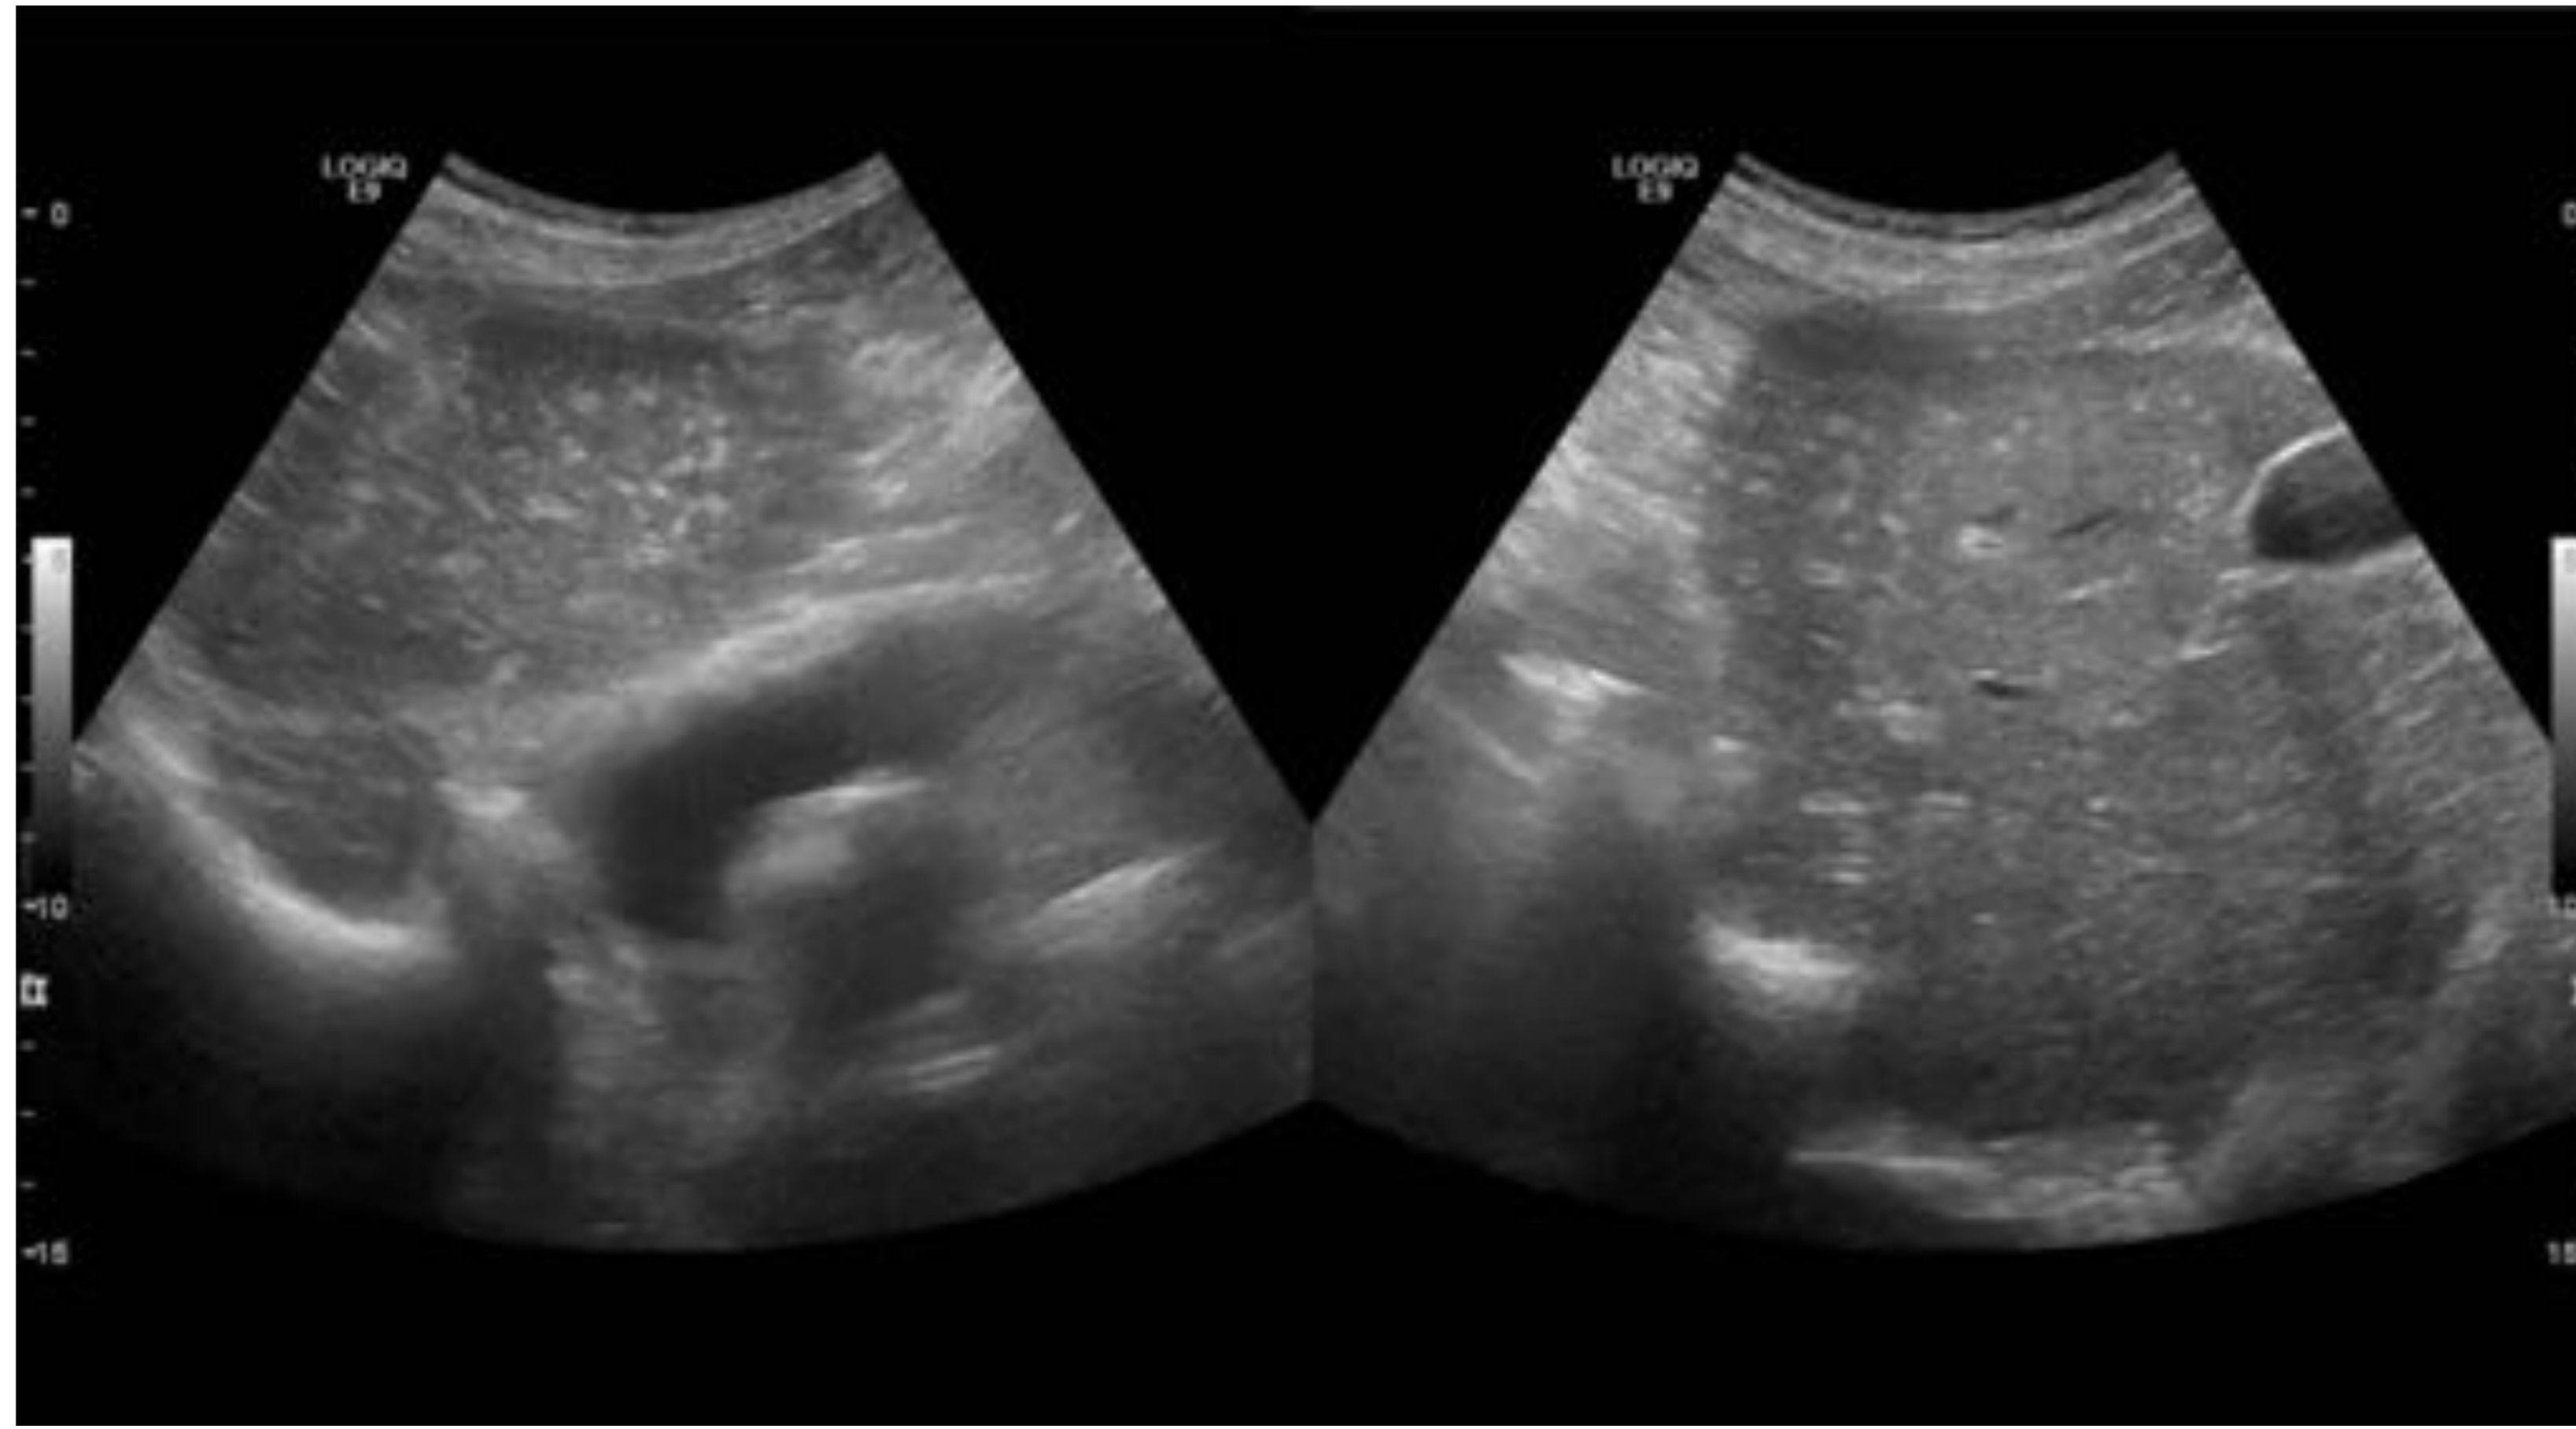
Hamartomatosis biliar múltiple (complejos de von Meyenburg) en ecografía: múltiples lesiones hiperecogénicas con reverberación “en cola de cometa”.
